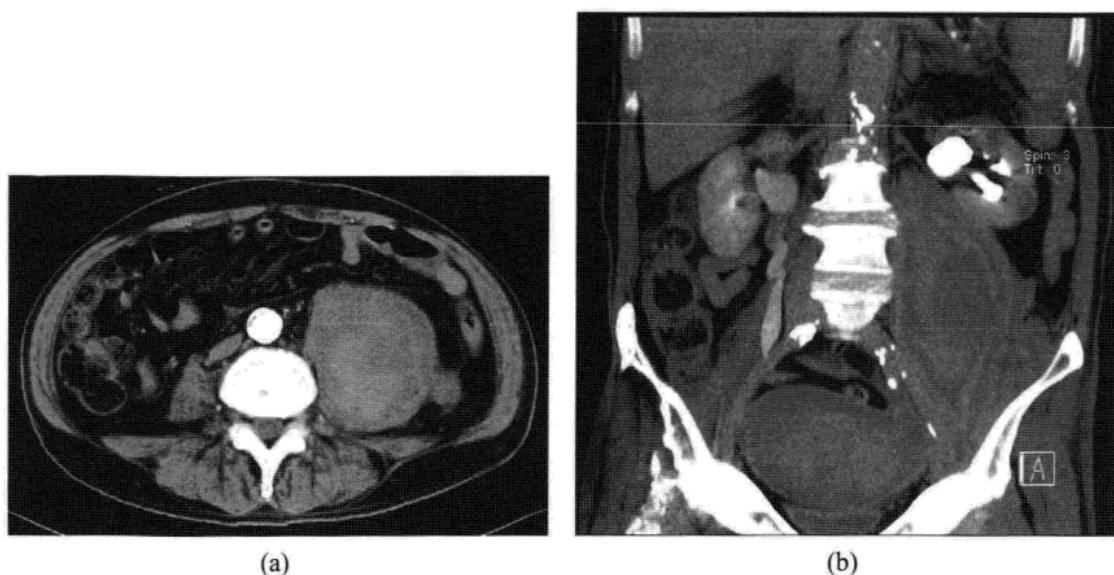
左侧腰肌自发性血肿。增强 CT 横断面(a)及冠状面重建图像(b)可见大量积液区, 从左侧腹膜后腔延伸至盆腔, 腰肌及髂肌肿胀。病灶密度较高提示为新鲜出血。
